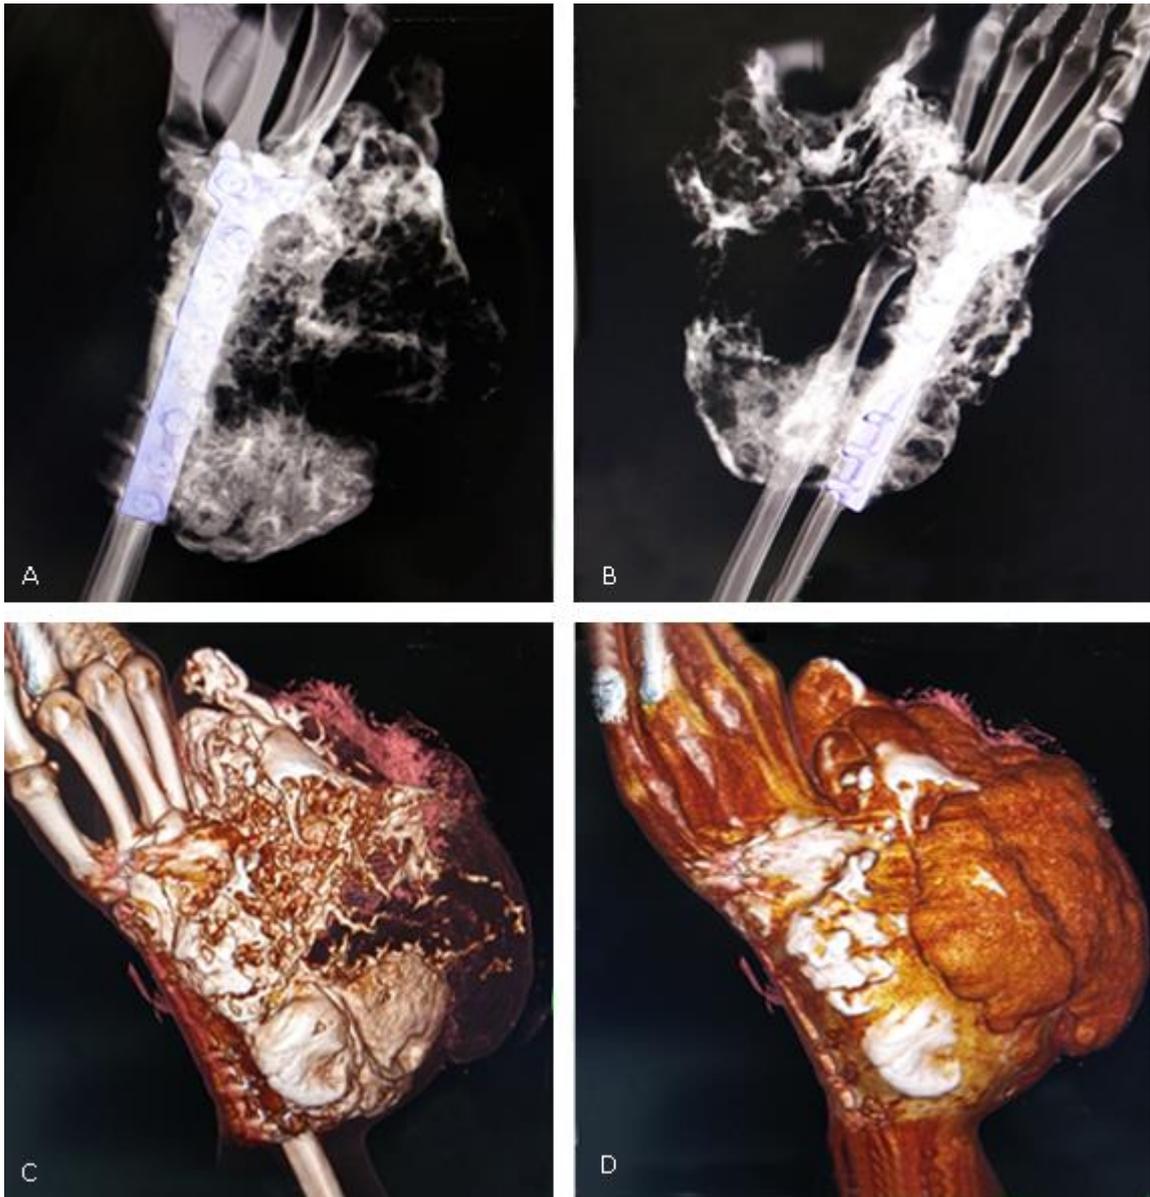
Tomografía axial computarizada de muñeca y antebrazo. A y B) Masa tumoral que ocupa gran cantidad de las partes blandas de los dos tercios distales del antebrazo con múltiples calcificaciones y erosión del tercio distal del cúbito. Material de osteosíntesis de la cirugía anterior (lámina y tornillos). C y D) Imágenes de reconstrucción.
